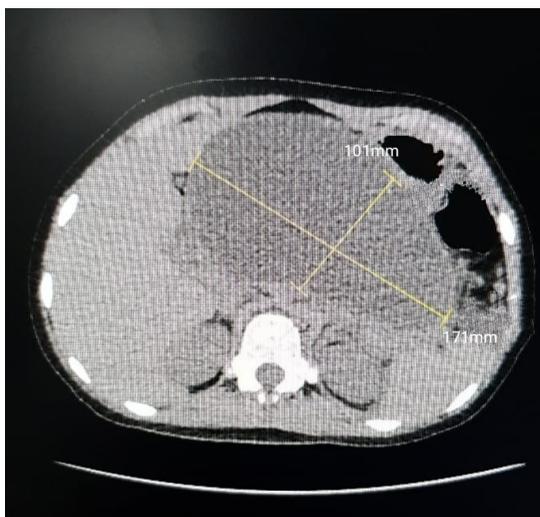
TAC que evidencia único pseudoquiste pancreático de 171 x 101 mm
